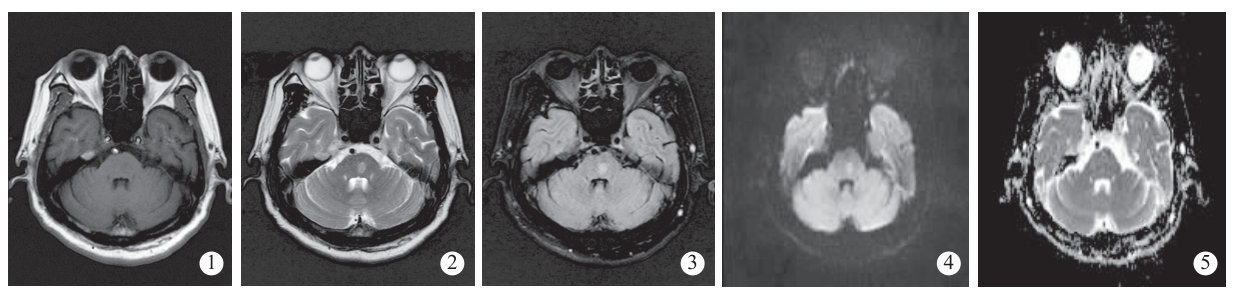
~5 头颅 MRI 平扫 + DWI 示左侧脑桥等 T₁、长 T₂ 信号,Flair 呈高信号,DWI 呈高信号,ADC 呈略低信号
